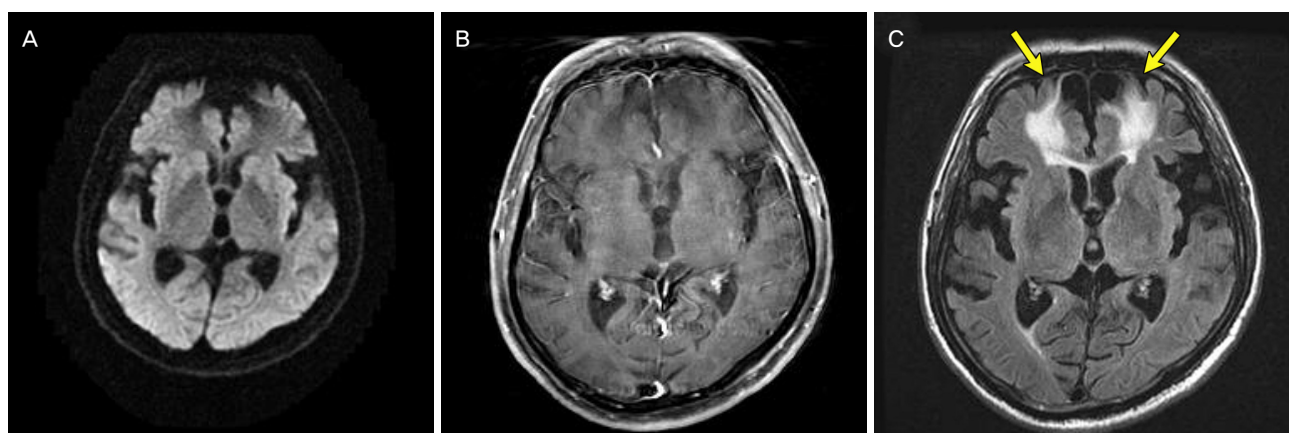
Brain MRI at admission. (A) DWI and enhanced T1W1 (B) show no abnormal lesion. (C) Fluid-attenuated inversion recovery image revealed old lesion in both frontal lobes (arrows). MRI; magnetic resonance imaging, DWI; diffusion weighted imaging.
